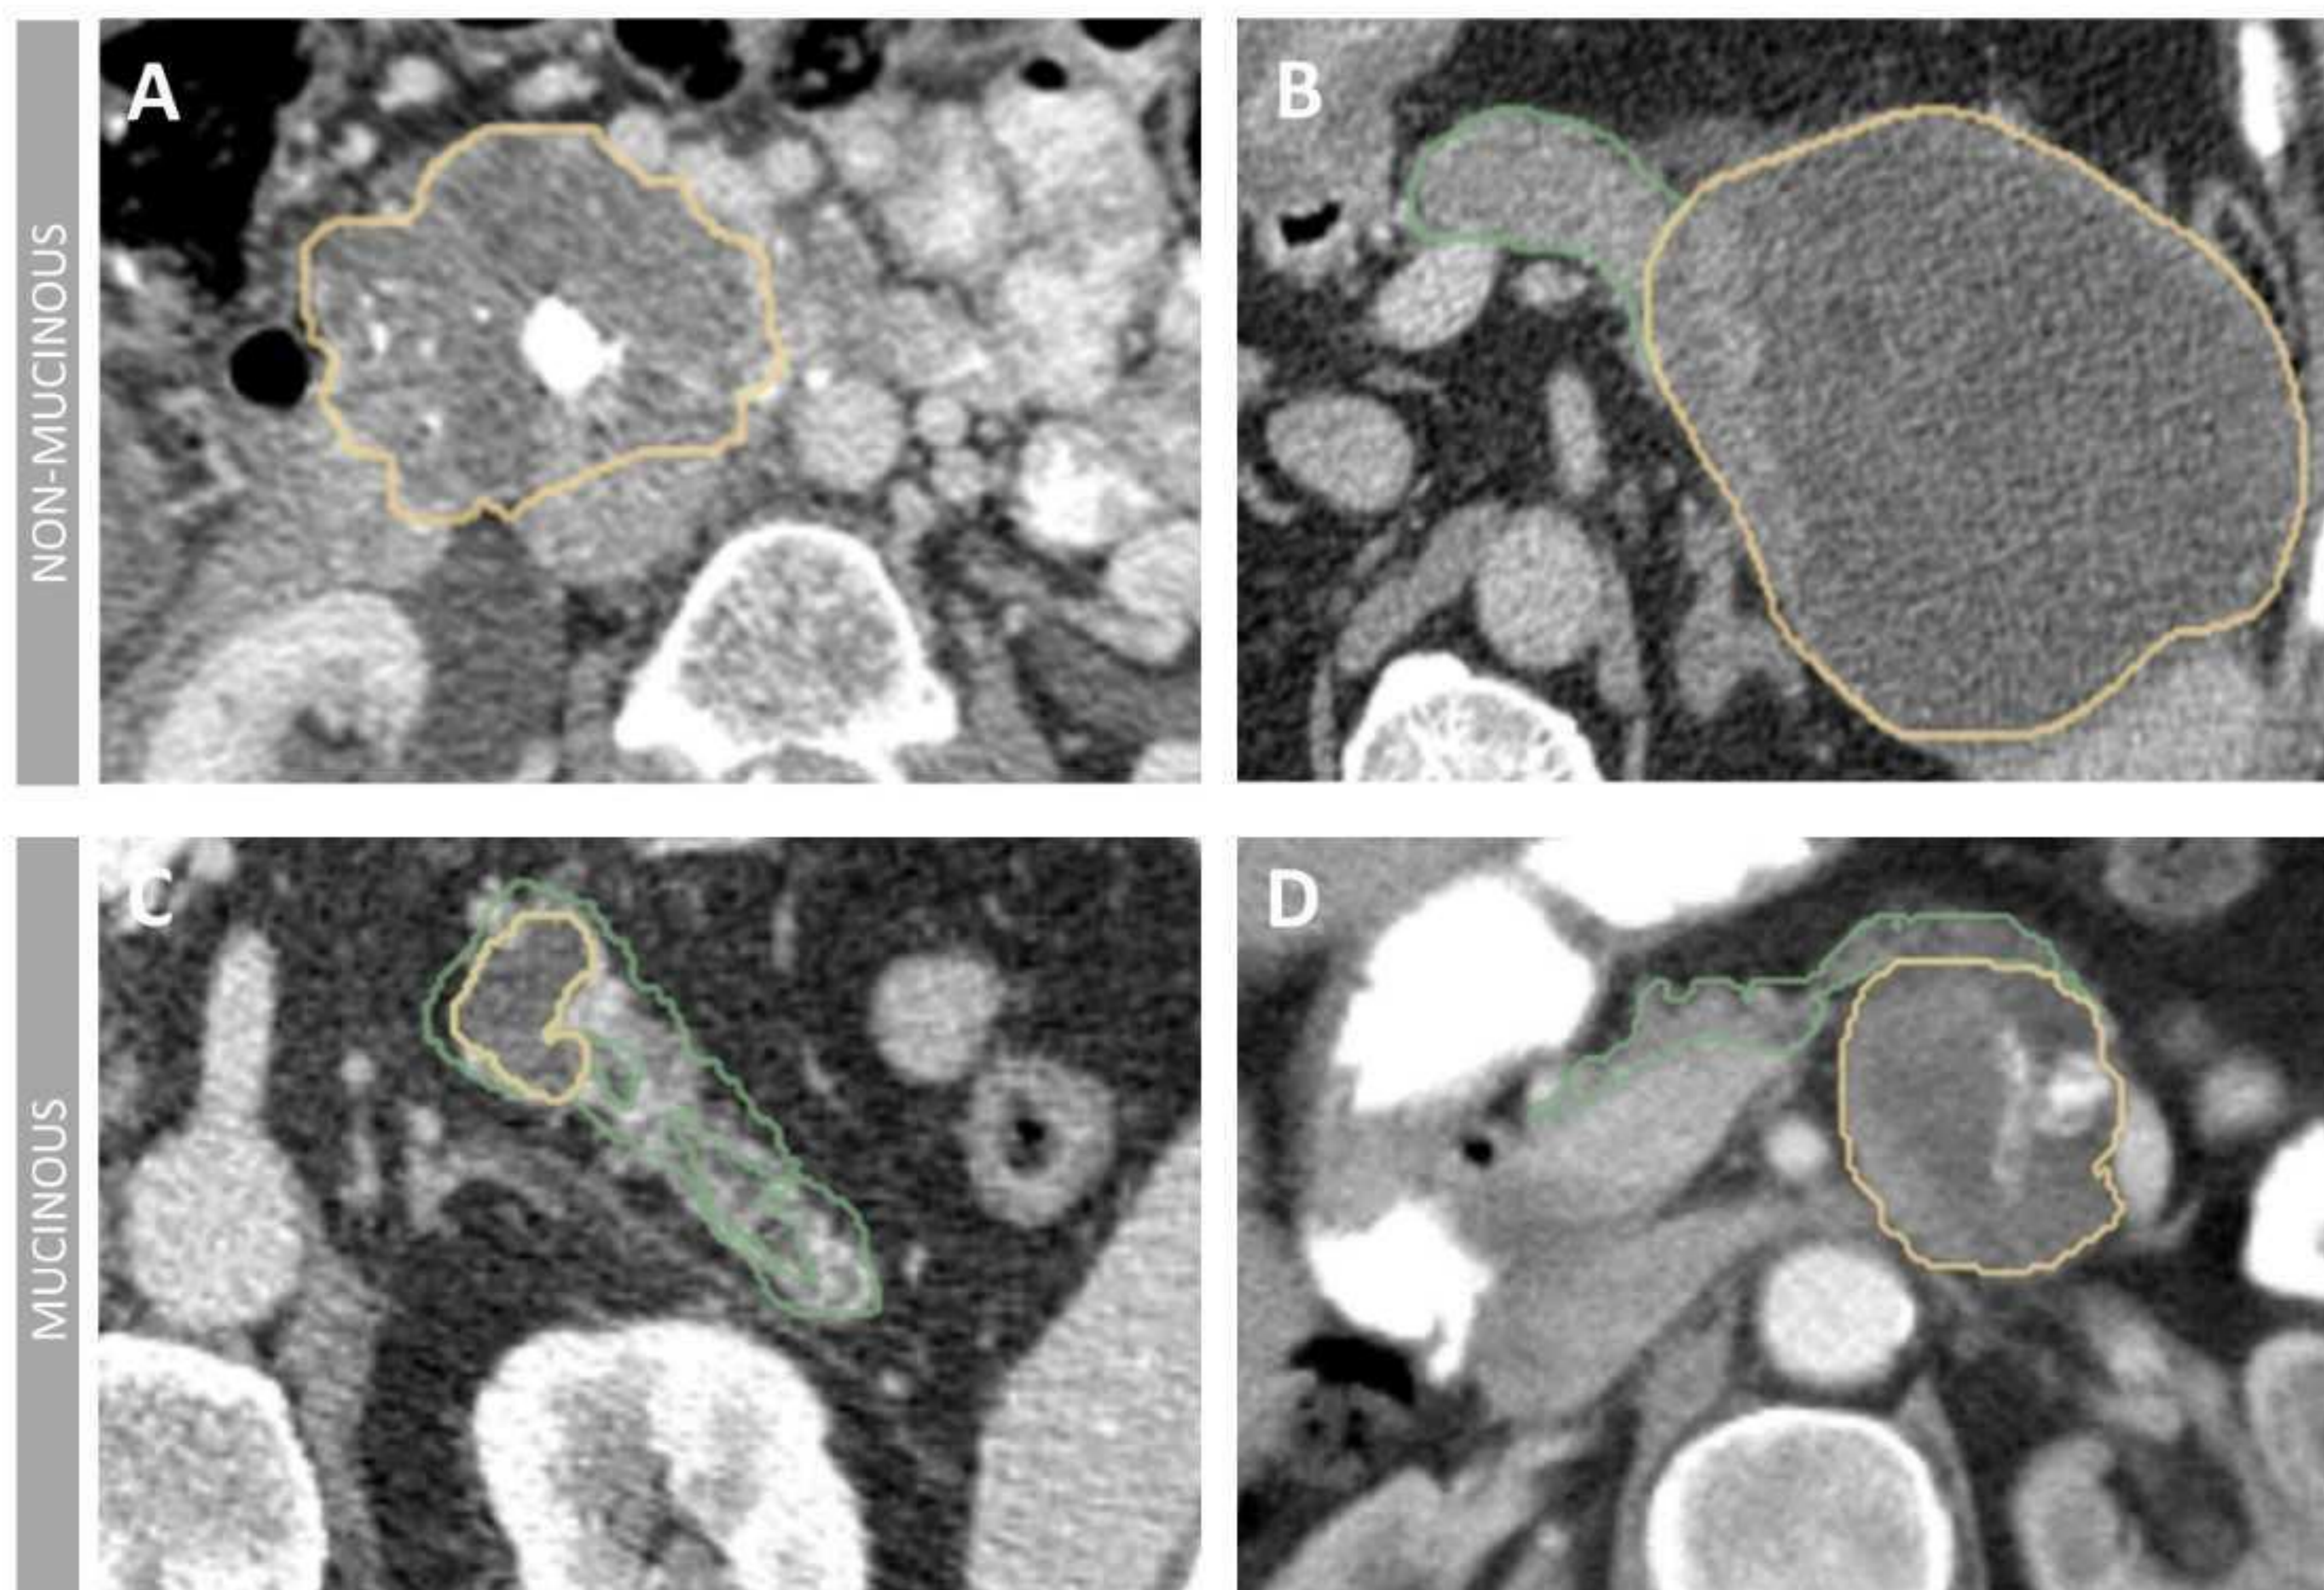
Características de imagen de los PCL detectados por TC. A. Paciente con neoplasia quística serosa de 76 mm en cabeza de páncreas. Realza tabiques, calcificaciones periféricas y cicatriz central con calcificación. B. Pseudoquiste bien definido de 122 mm en la cola del páncreas con áreas más densas, que pueden indicar la presencia de sangre o hemorragia dentro del quiste. C. Neoplasia Papilar Mucosa Intraductal (IPMN) que mide 33 mm en el cuerpo pancreático, presenta comunicación con el conducto pancreático principal, el cual se encuentra dilatado (7 mm) D. Ilustración de una neoplasia quística mucinosa ubicada en la cola del cuerpo del páncreas. La lesión mide 49 mm y presenta septos junto con paredes gruesas, indicativos de sus rasgos característicos.
